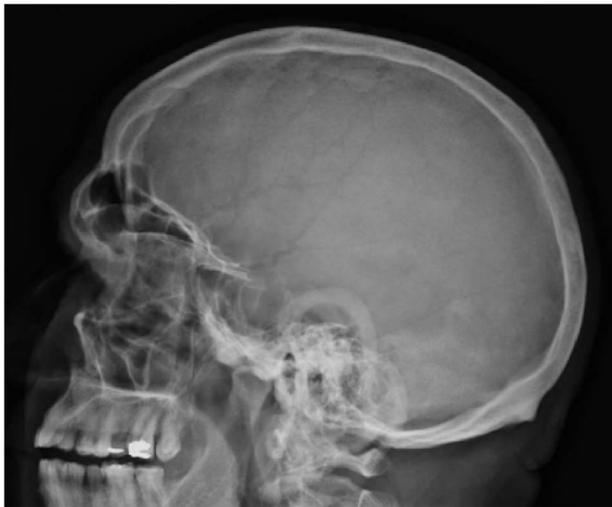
Arquivo de Reumatologia Clínica, Acromegaly, 2013. Radiografia simples de crânio demonstrando alargamento da sela, espessamento da abóbada craniana e aumento do tamanho dos seios da face.
